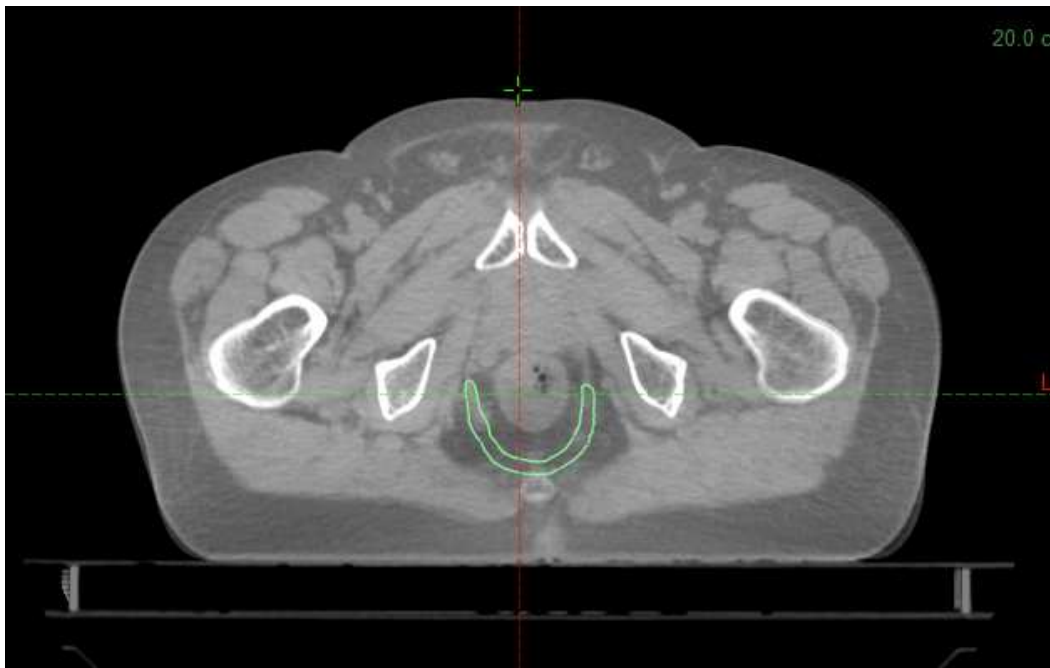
Visione assiale contorno muscolo elevatore dell'ano CBCT3 di paziente 1*
